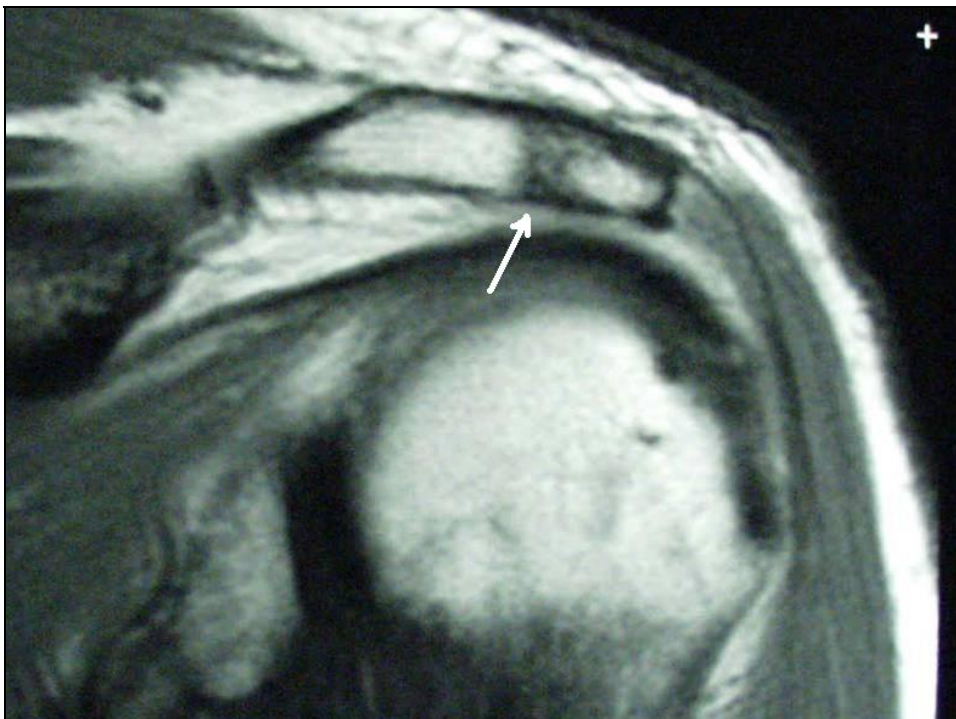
Darstellung eines Os akromiale im MRT in coronarer Schnittebene (der weiße Pfeil markiert den Spalt zwischen Os akromiale und Akromion).
